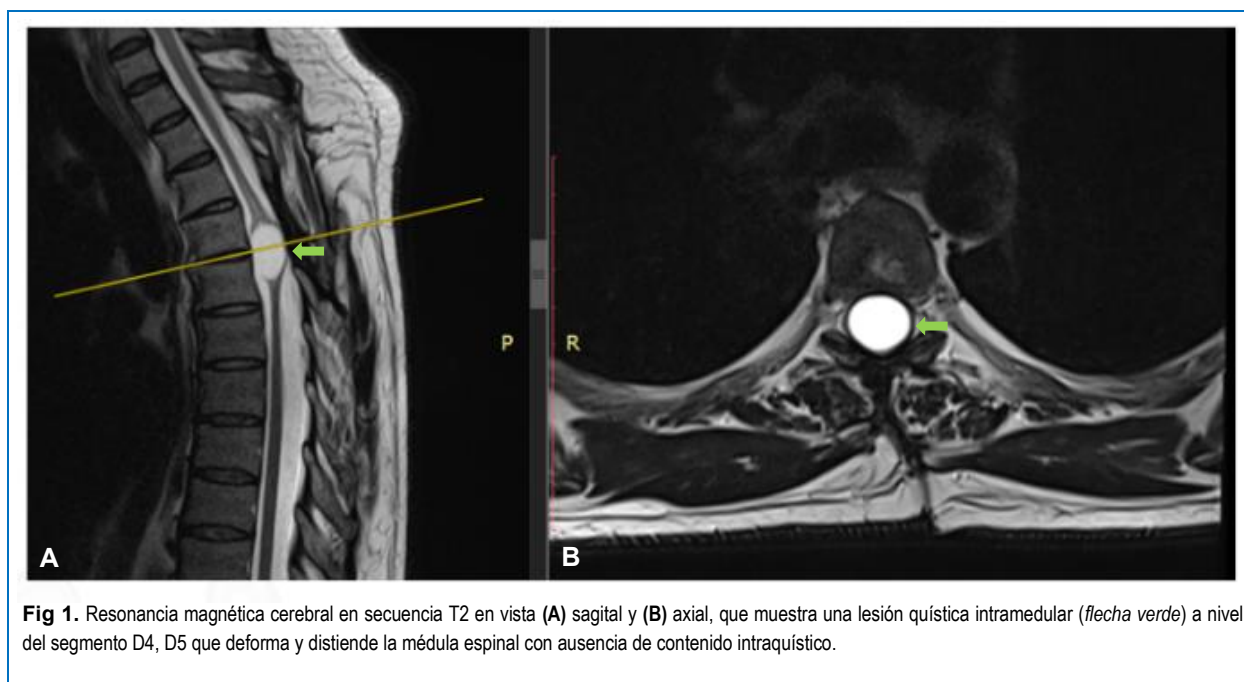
Resonancia magnética cerebral en secuencia T2 en vista (A) sagital y (B) axial, que muestra una lesión quística intramedular (flecha verde) a nivel del segmento D4, D5 que deforma y distiende la médula espinal con ausencia de contenido intraquístico.
